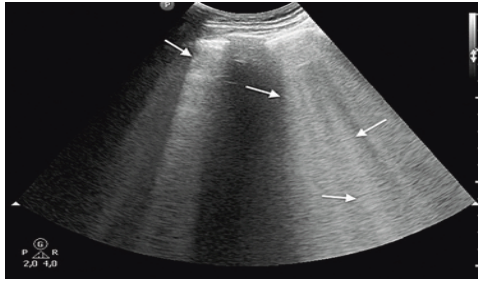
Akciğer ultrasonografisinde B çizgileri
